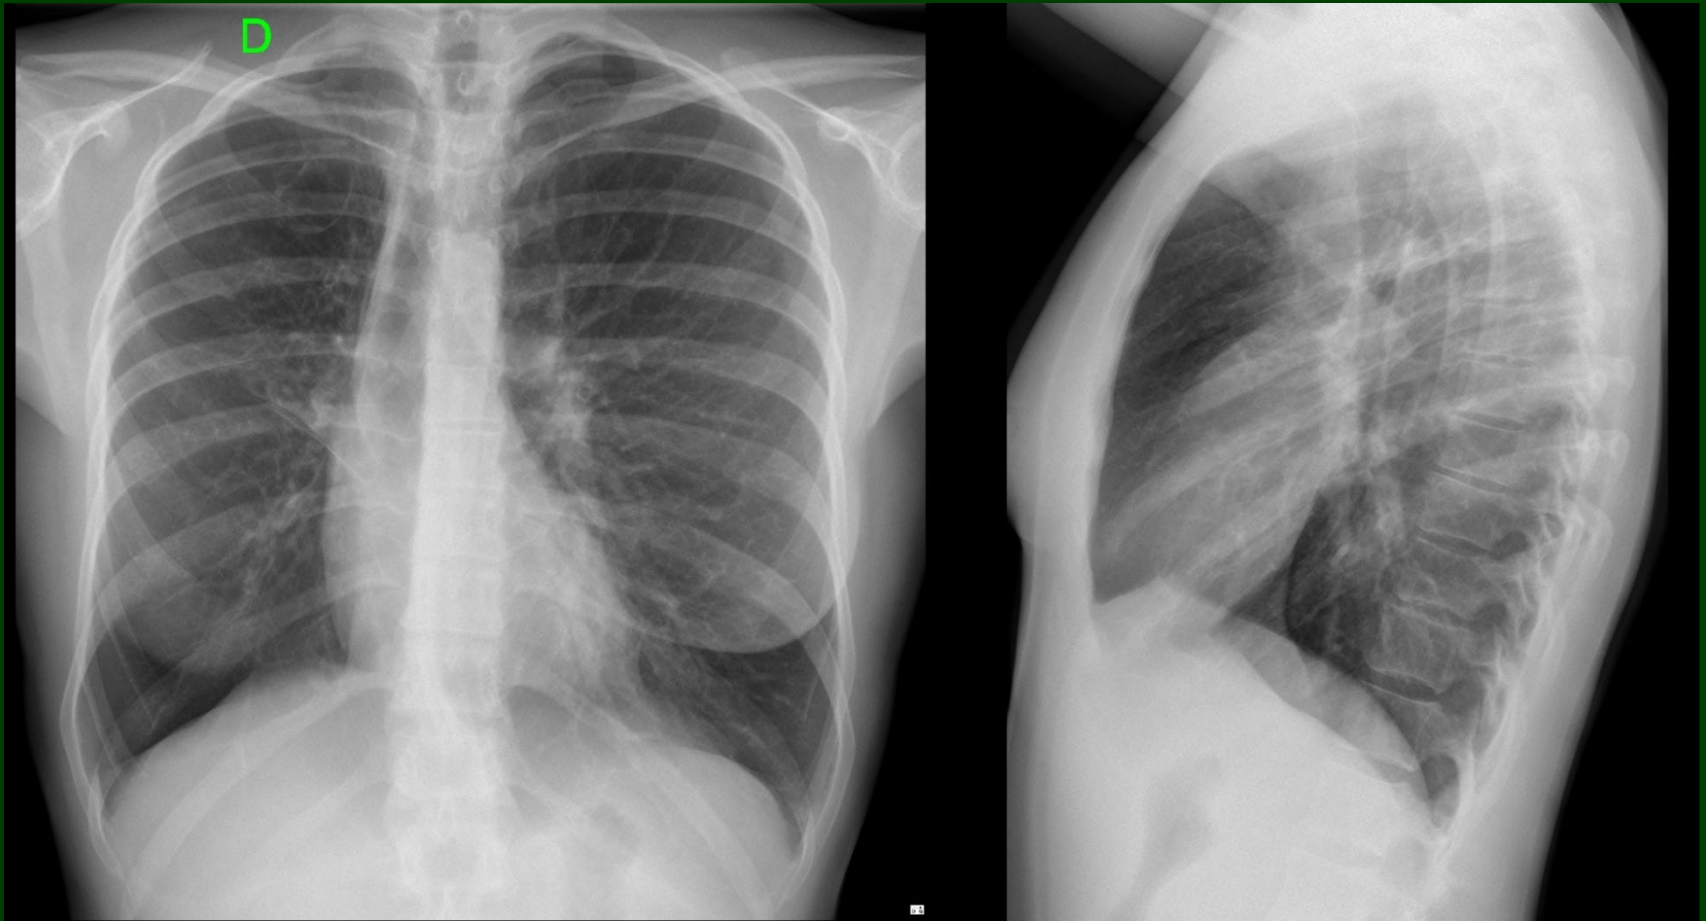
Radiografía de Torax frente y perfil. Signos radiológicos de atrapamiento aéreo en hemitórax derecho con aumento del espacio claro retroesternal. Leve refuerzo del intersticio en región perihiliar. Imagen radiolúcida quística infraclavicular derecha y leve tracción homolateral del hilio y de la cisura menor.
